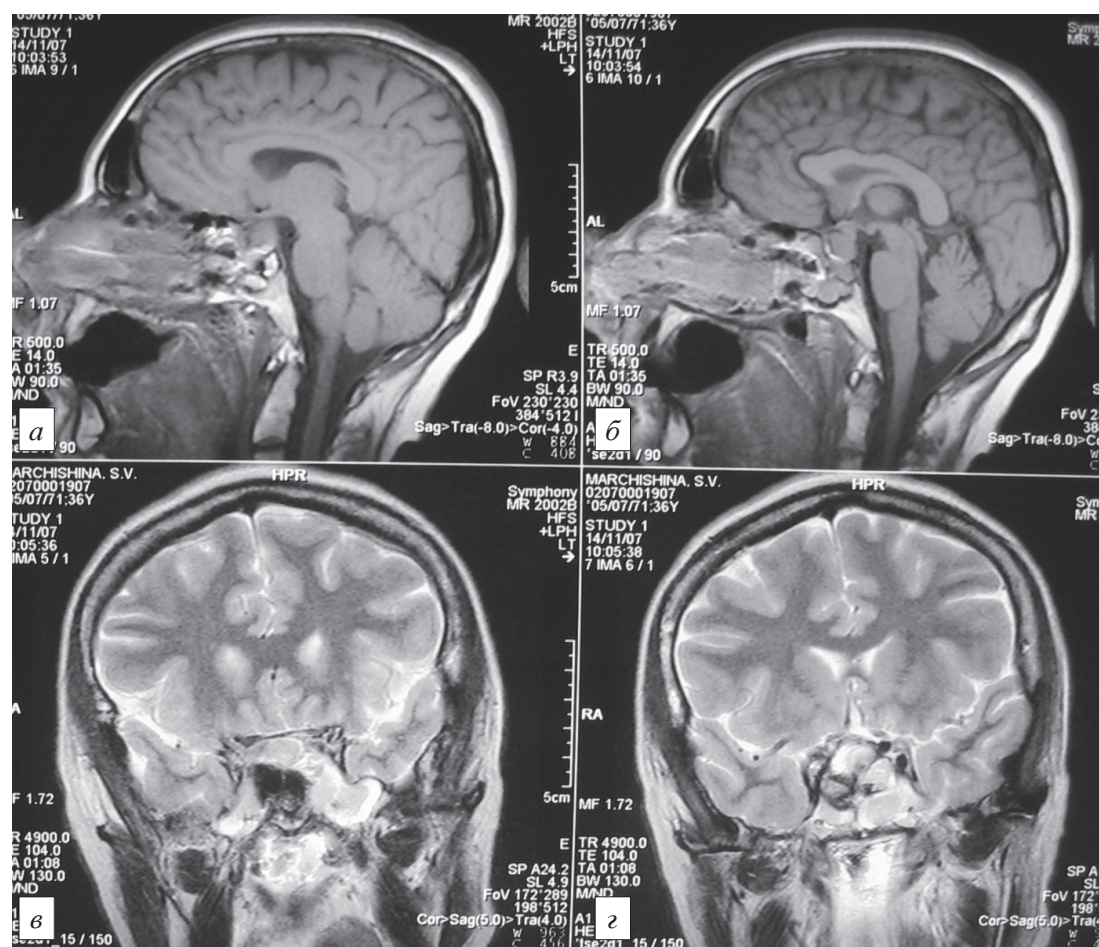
Серия МР-томограмм той же больной после операции. Объяснение в тексте.
